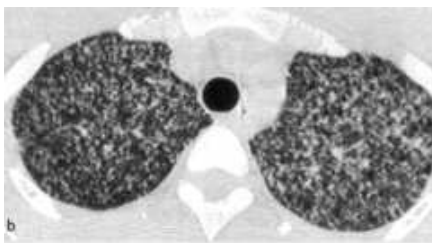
20-jähriger Patient mit typischen Veränderungen einer Miliar-TB in der CT (Eisenhuber 396 2007, 396)
